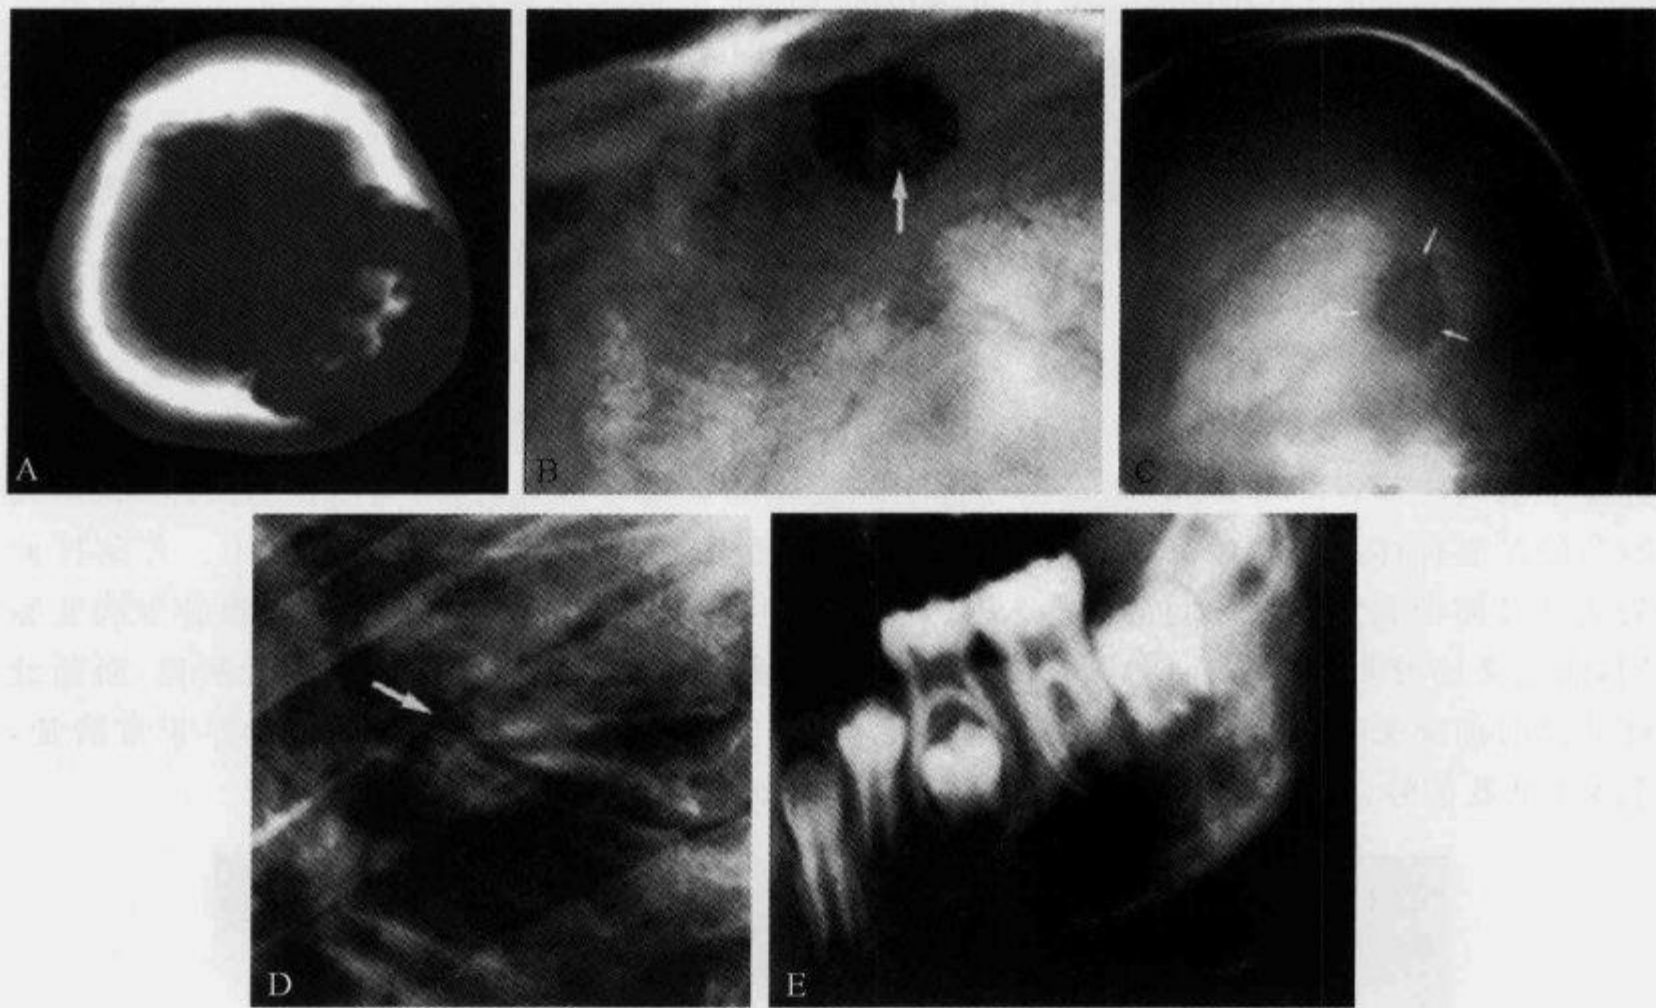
CT 及 X 线片示“纽扣征”、“双边征”、“硬币征”及“浮齿征”
